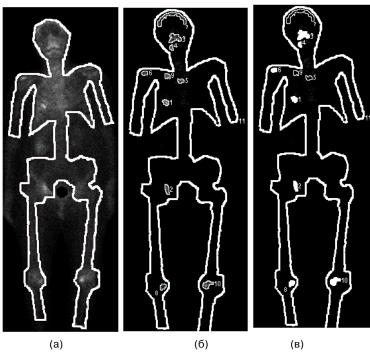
Планарная сцинтиграмма скелета больной ${\sf N}$
